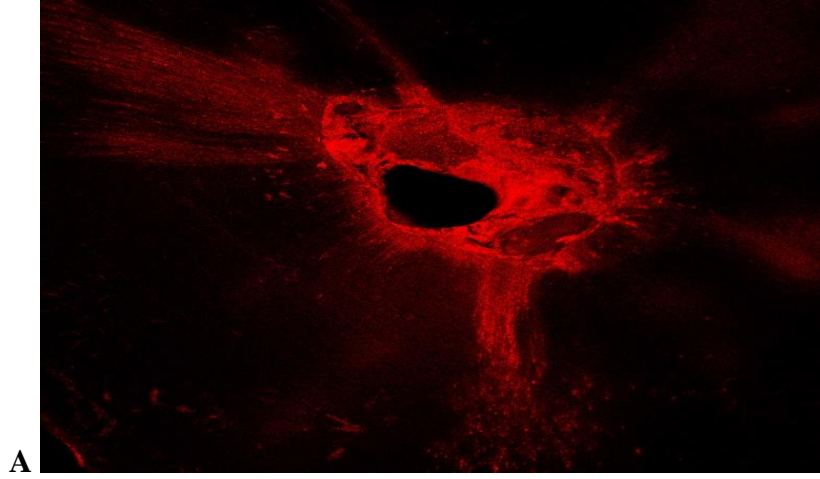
TK-EDDY grubunda, A; koronal B; orta C; apikal dentin kesitlerinden CLSM görüntüleri (4X).
